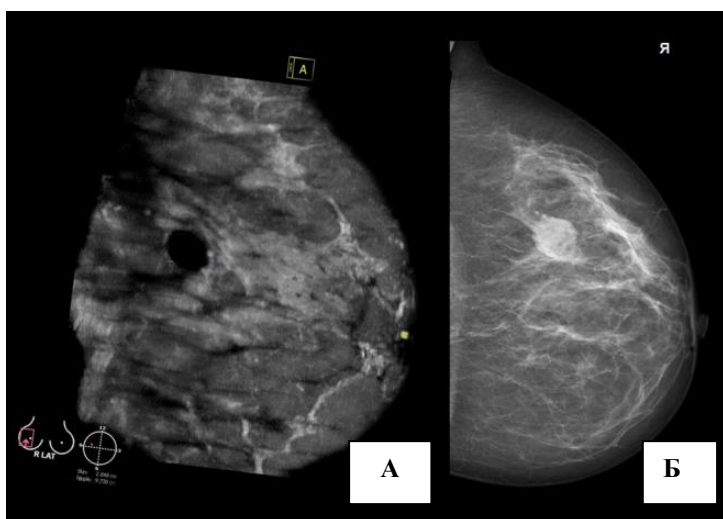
Киста правой молочной железы. Режим сопоставления рентгеновской маммограммы и сонотограммы: А – сонотограмма типичной кисты правой МЖ; Б – маммограмма.
